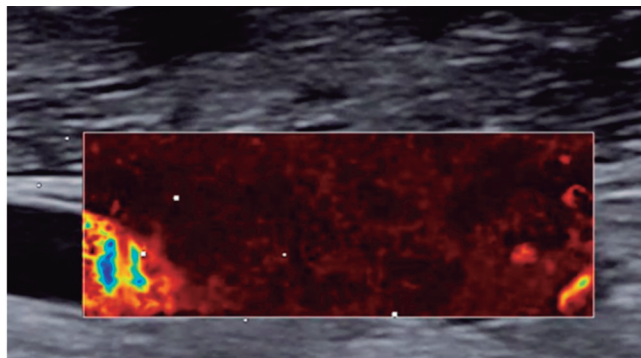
Pasados unos minutos, el estudio Doppler microvascular demuestra la desvascularización completa obtenida.
